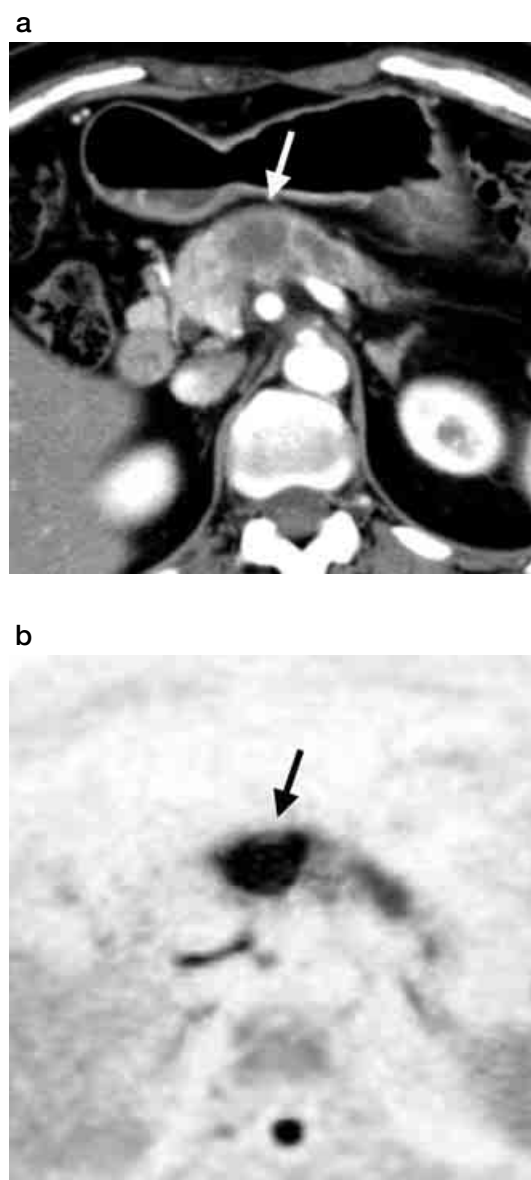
a: 造影 CT; b: DWI (白黒反転表示), 造影 CT にて低濃度を呈する膵癌 (矢印) は DWI にて強い高信号を呈してみられる。
